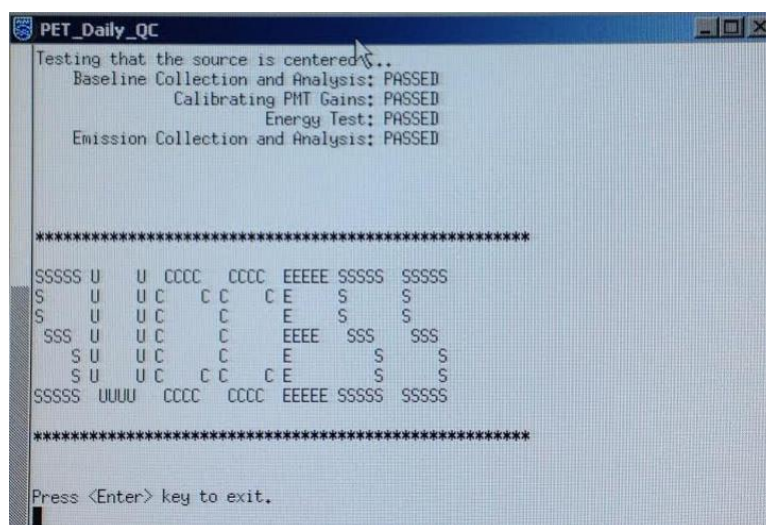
Janela final do controlo de qualidade do PET.
